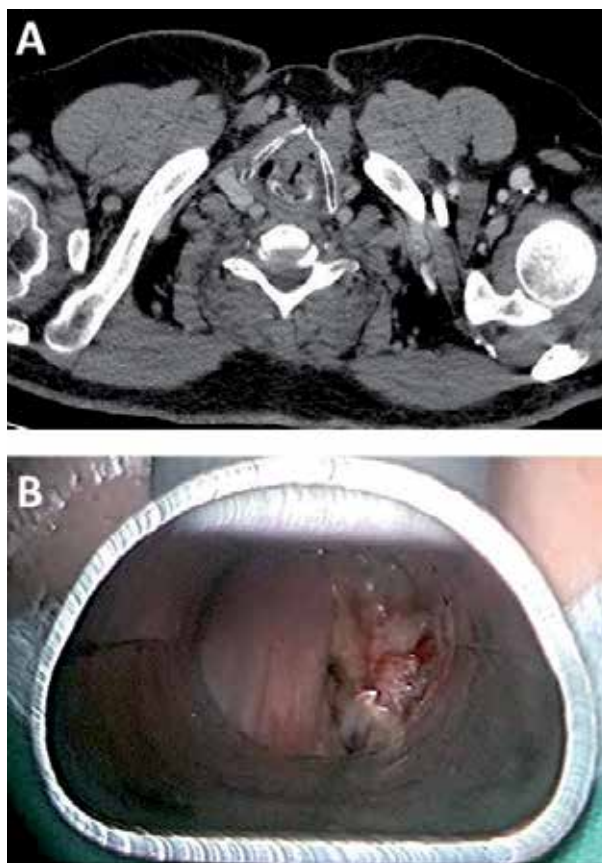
En «A», se observa la imagen de TC en la que se muestra una tumoración que afectaría a la mitad anterior de la CVD, comisura anterior y porción anterior de CVI, con posible obliteración de la grasa paraglótica y dudosa infiltración del cartílago tiroideo. En «B», se observa el aspecto macroscópico de la lesión durante la intervención, impidiéndose por completo la visualización del espacio glótico.
